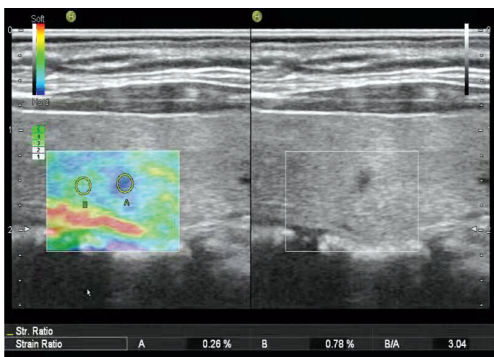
良性结节二维超声图和超声弹性成像图, 应变率比值为 3.04
